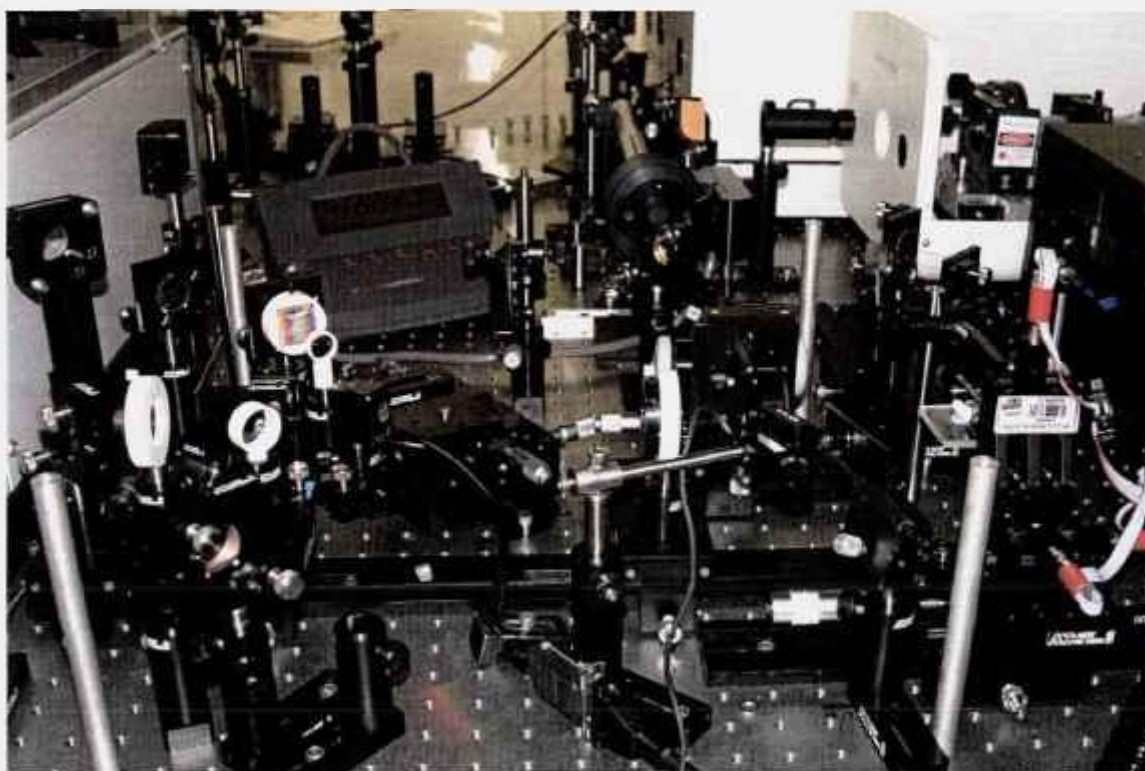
Sistema de tomografia por coerência óptica.
